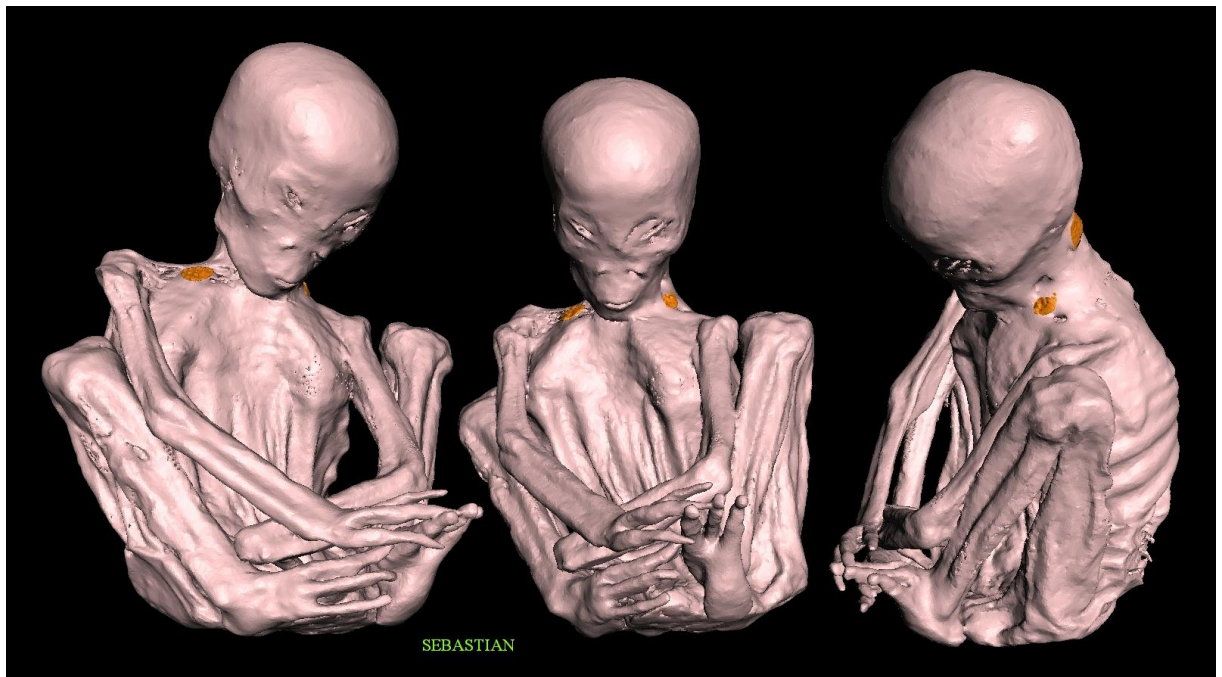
Reconstrucción 3D por tomografía computarizada (TC) que muestra varias vistas de 'Sebastian', un cadáver deshidratado de un niño. Obsérvese la presencia de implantes metálicos en el cuello y en las áreas supraclaviculares. El esternón deprimido y la forma groseramente anormal de la caja torácica resultan particularmente llamativos.
